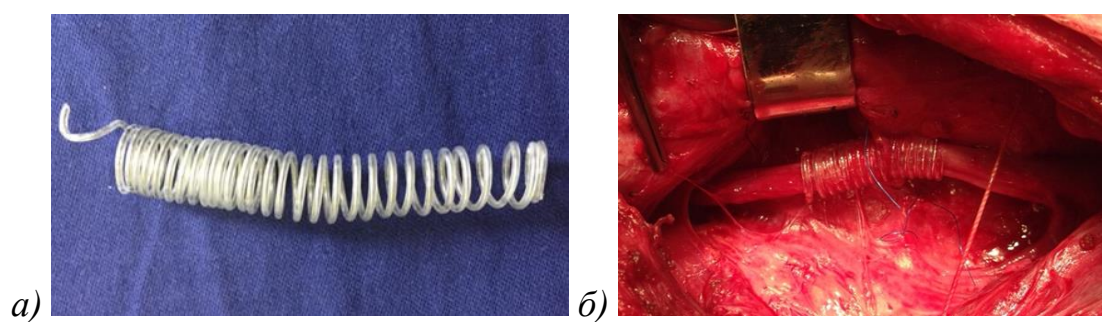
Экстравазальное окутывание сонной артерии с помощью полиамидной спирали: вид спирали (а), интраоперационное фото (б) и рентгенконтрастная ангиография в передне-задней проекции до (в) и непосредственно после имплантации (г):
